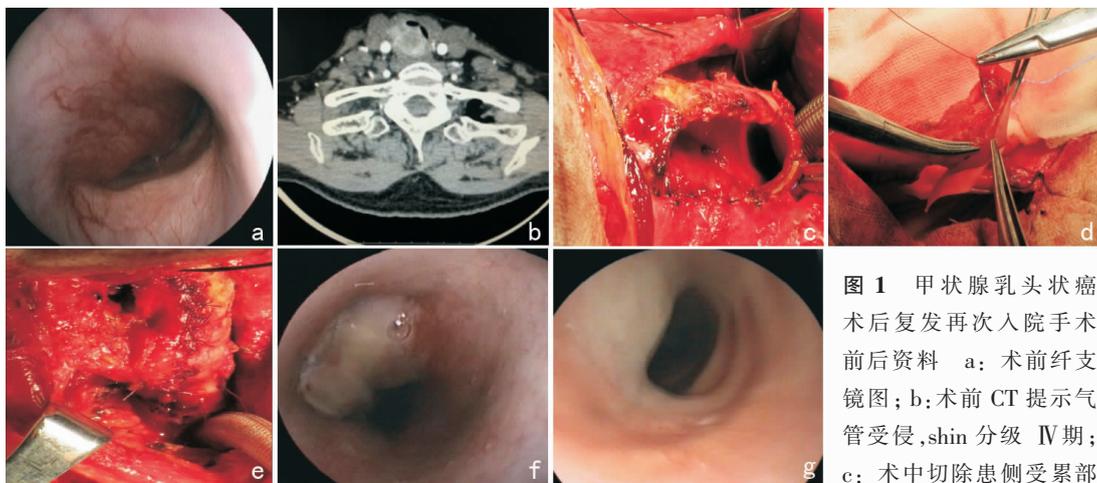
甲状腺乳头状癌术后复发再次入院手术前后资料 a:术前纤支镜图;b:术前CT提示气管受侵,shin分级IV期;c:术中切除患侧受累部分环状软骨弓、1~6部分气管环及膜部(6环,周径2/3)。切除受累食管肌层;d:将水化后的生物膜缝至锁骨肌骨膜瓣的骨膜层表面;e:术中修复缝合后;f:术后2周纤维支气管镜复查;g:术后1年纤维支气管镜复查
